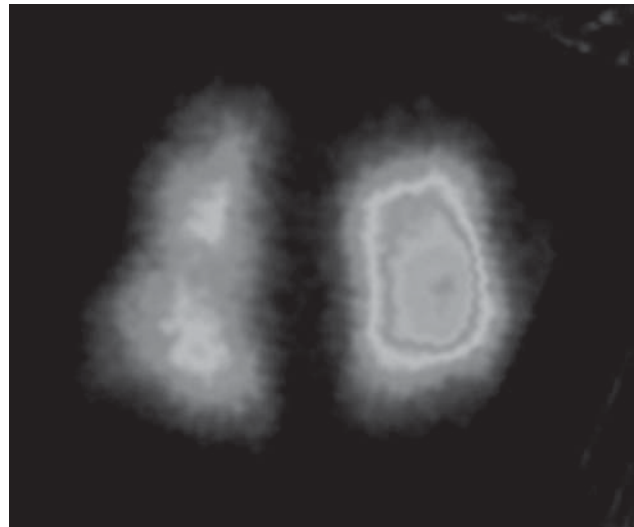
Перфузионная сцинтиграфия легких пациента К. при поступлении. Аперфузия 4, 5, 8, 9-го бронхолегочных сегментов правого легкого
